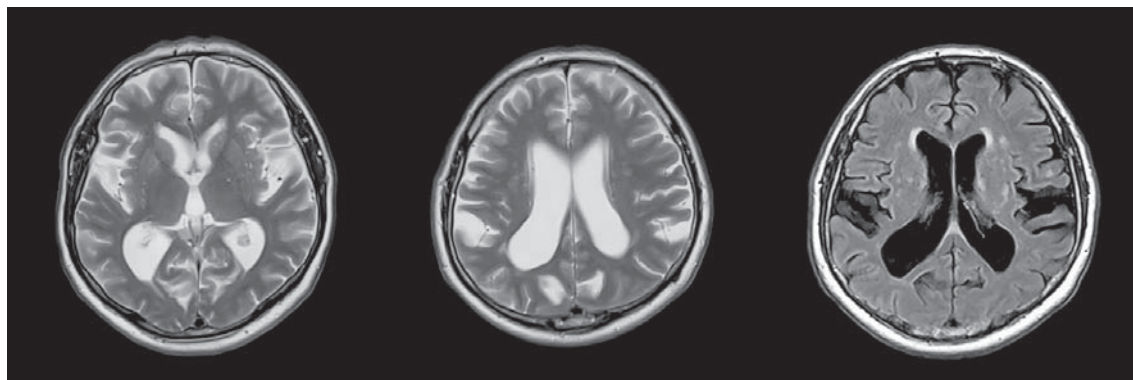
În secvențele prin IRM T2 WI axial și FLAIR (Fluid attenuation inversion recovery) axial vizualizăm dilatarea spațiului subarahnoidal temporo-parietal din contul schimbărilor atrofice ale lobilor temporo-parietali bilateral
